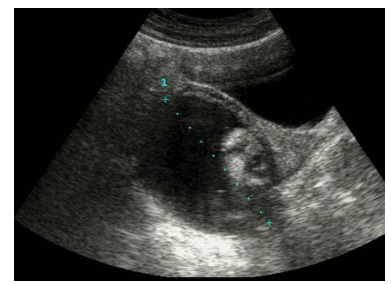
Ecografía transvesical de un quiste dermoide con componente sólido refringente. Nótese que se precisa con nitidez los límites de la tumoración.
